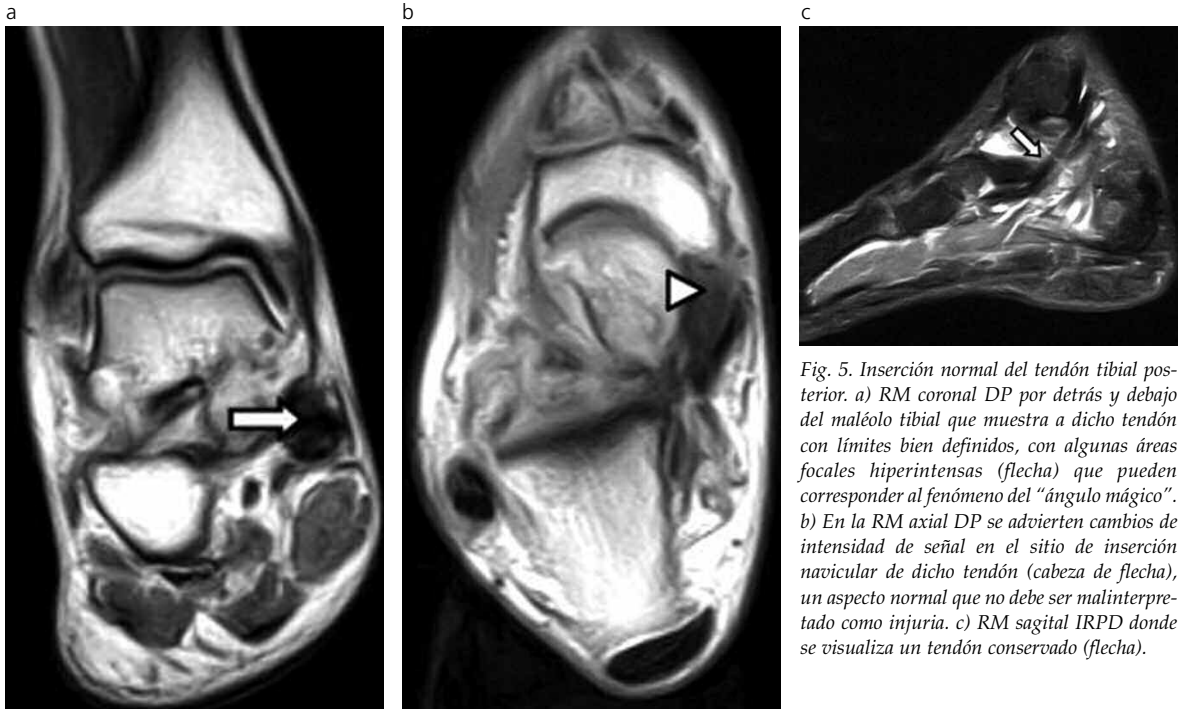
Inserción normal del tendón tibial posterior. a) RM coronal DP por detrás y debajo del maléolo tibial que muestra a dicho tendón con límites bien definidos, con algunas áreas focales hiperintensas (flecha) que pueden corresponder al fenómeno del "ángulo mágico". b) En la RM axial DP se advierten cambios de intensidad de señal en el sitio de inserción navicular de dicho tendón (cabeza de flecha), un aspecto normal que no debe ser malinterpretado como injuria. c) RM sagittal IRPD donde se visualiza un tendón conservado (flecha).
